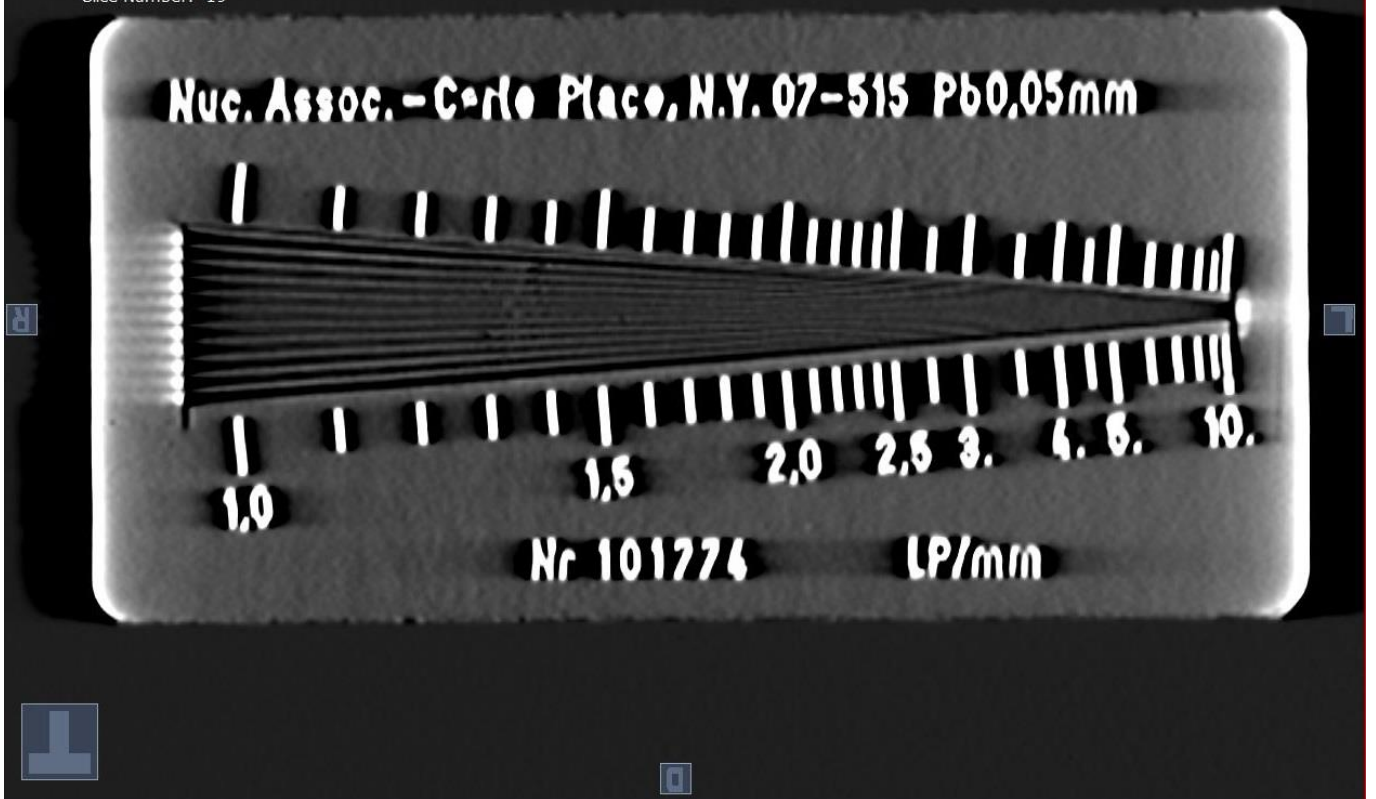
Зріз, в фокусі якого знаходиться рентгенівська міра.
